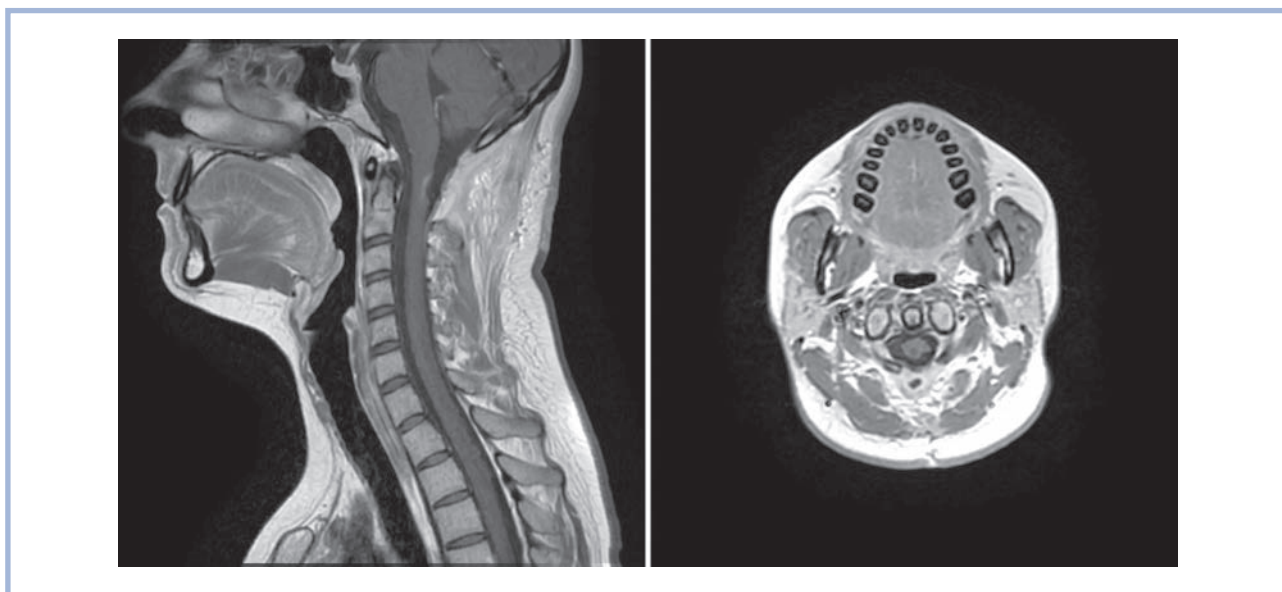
МРТ с контрастным усилением через 2 года после операции.
